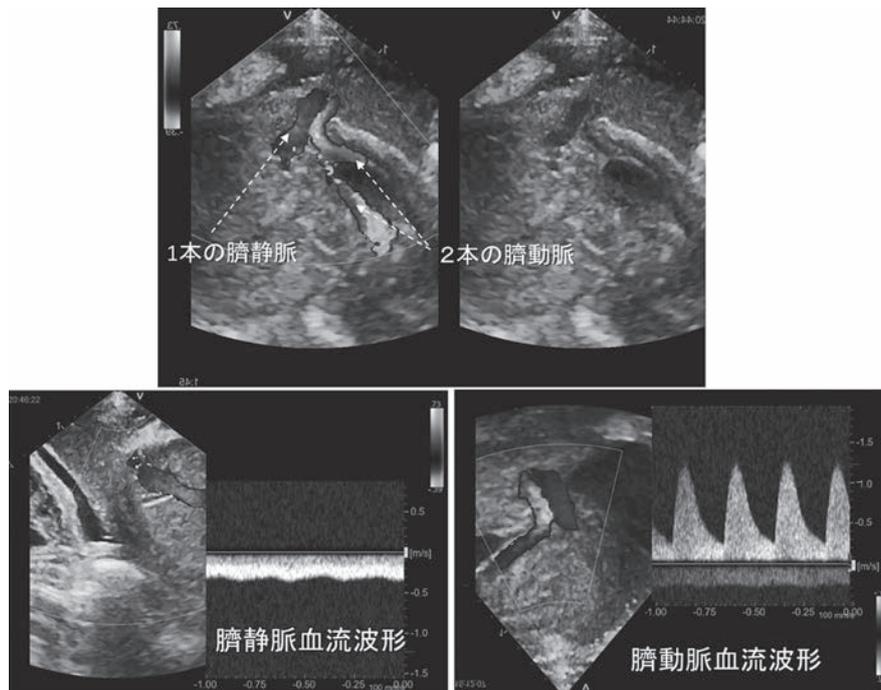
胎仔（出生3日前）の臍動脈と臍静脈のエコー画像
